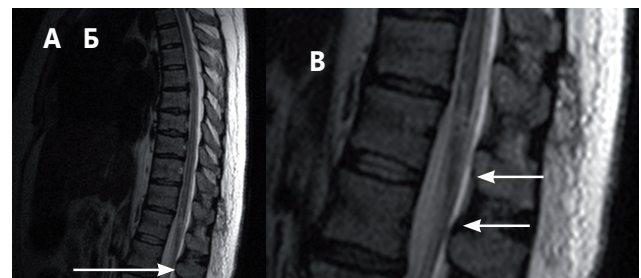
МРТ грудного отдела спинного мозга. А, Б – очаг гиперинтенсивного сигнала в T2 режиме, сагиттальной проекции, который соответствует зоне ишемии СМ. В – на аксиальной плоскости в T2 режиме определяется состояние после хирургического вмешательства удаление парамедианной грыжи диска слева.
